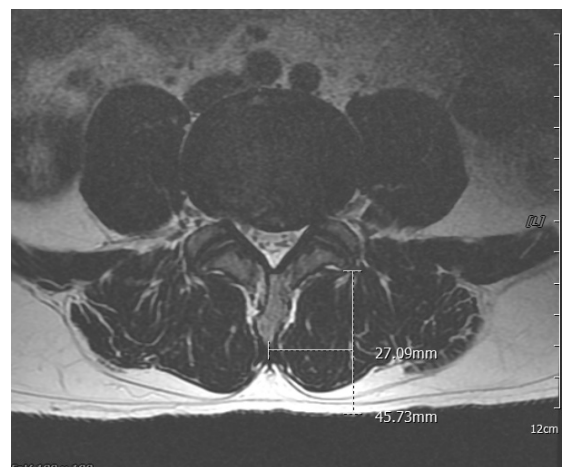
Treatment point of Megadose Pharmacopuncture on MRI.
